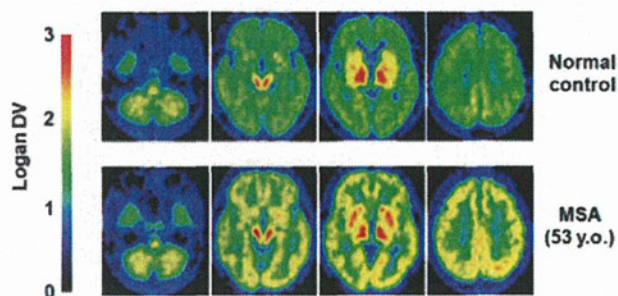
$^{11}\text{C}$ -BF-227 PET を用いて得られた健常者および多系統萎縮症(MSA)患者の脳画像
